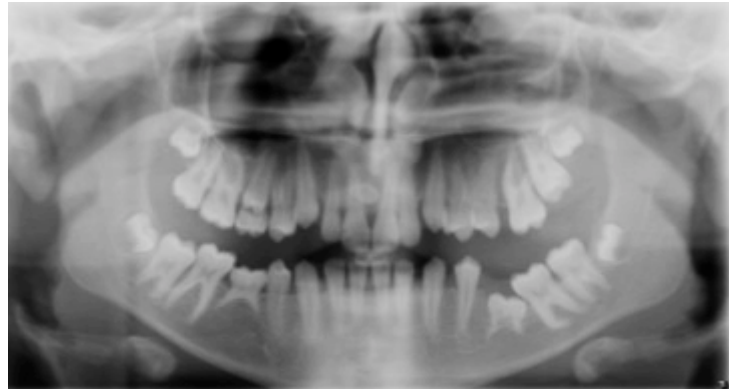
Esempi radiografici e clinici di carie destruenti.
